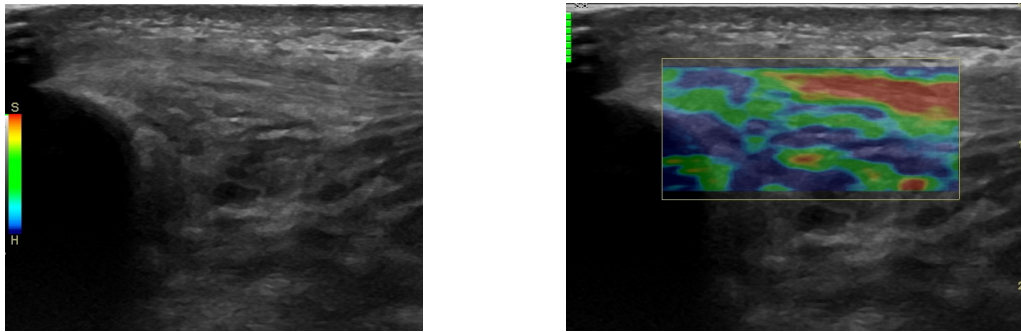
Sonoelastografía tendinosis rotuliana .En la la izquierda la ecografía tendinopatía rotuliana insercional modo B. A la derecha la elastografía en color (las zonas verdes-rojas corresponden con las menos elásticas). (Sánchez-Ibáñez JM 2011).
